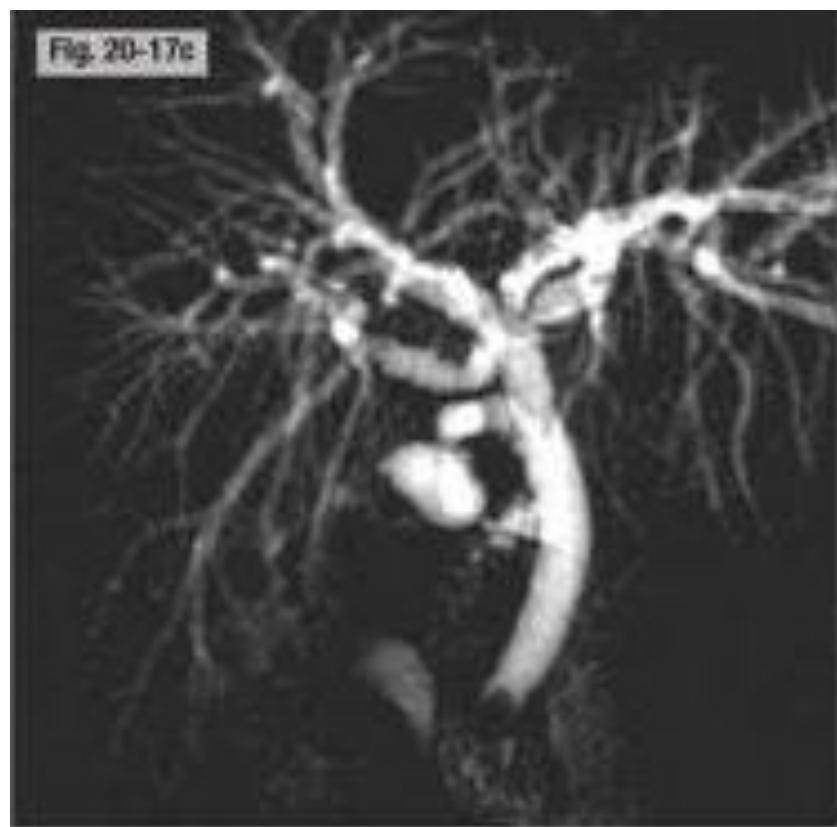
bili-IRM montrant une lithiase du bas cholédoque réalisant une image en pince de crabe avec dilatation des VBIH [91].
